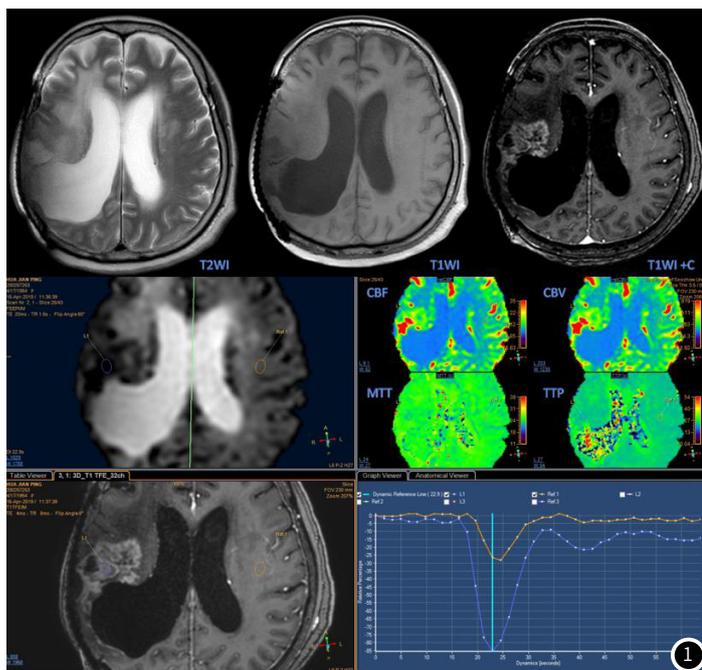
胶质瘤复发患者的头颅常规MRI及DSC-MRI图像；右颞叶高级别胶质瘤(III级)手术+放化疗后复发，术区病灶呈团片状T₂WI较高、T₁WI稍低信号，增强扫描呈明显不均匀强化，DSC-MRI-CBV呈明显高灌注。
